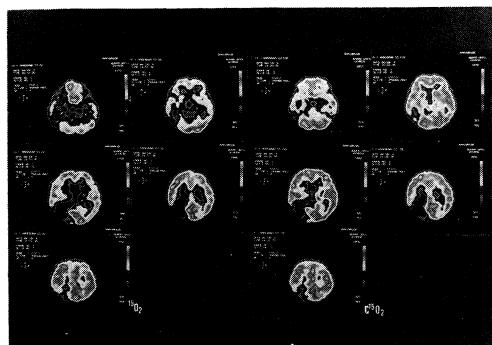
症例III：治療後のポジトロンCT(PET)
